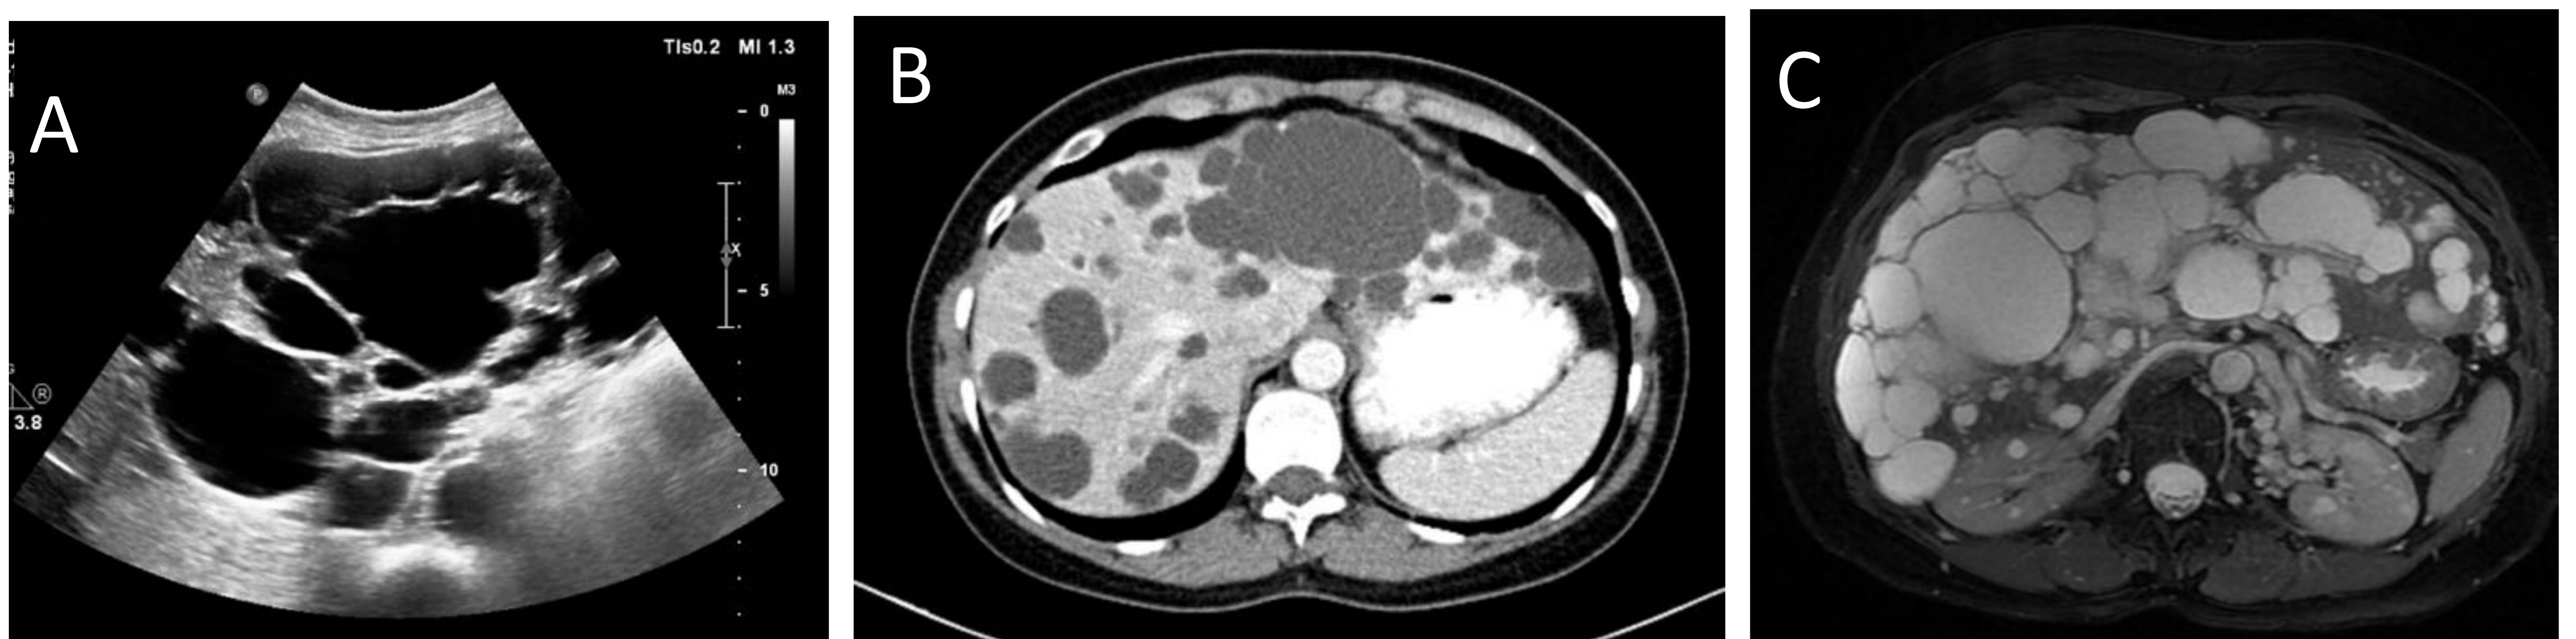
Paciente con poliquistosis hepática: se observan numerosas lesiones anecoicas con septos y refuerzo acústico posterior en la ecografía (imagen A), lesiones hipodensas en la TC con contraste en fase arterial (imagen B) y lesiones hiperintensas en T2 FAT SAT en RM (imagen C).
